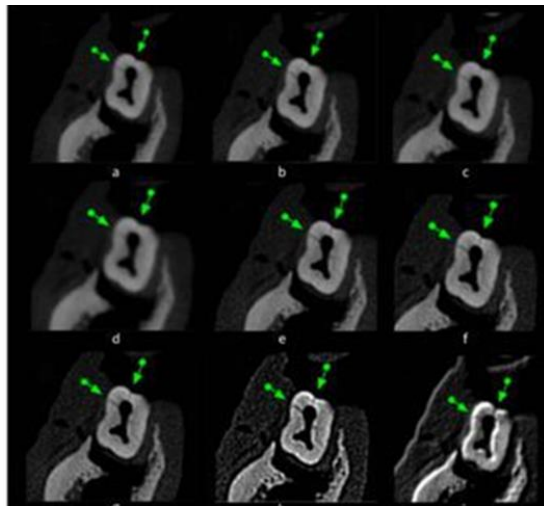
Cortes axiales con distintos filtros. (Imagen) Influencia de los filtros de realce de Tomografía Computarizada de Haz Cónico en la capacidad de diagnóstico de las fracturas radiculares longitudinales., 2014, DOI: [10.1259/dmfr.20130374](https://doi.org/10.1259/dmfr.20130374)
